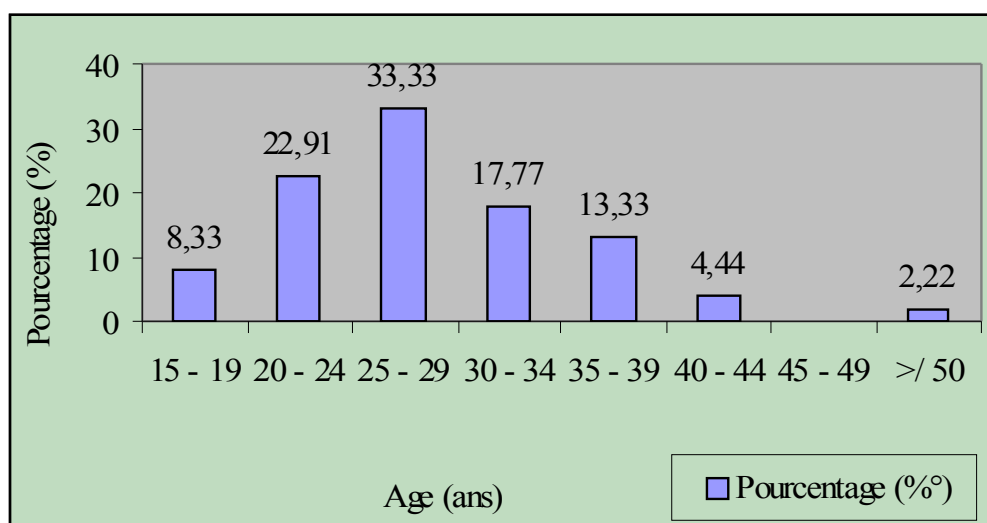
Représentation graphique de l'échographie obstétricale selon l'âge
